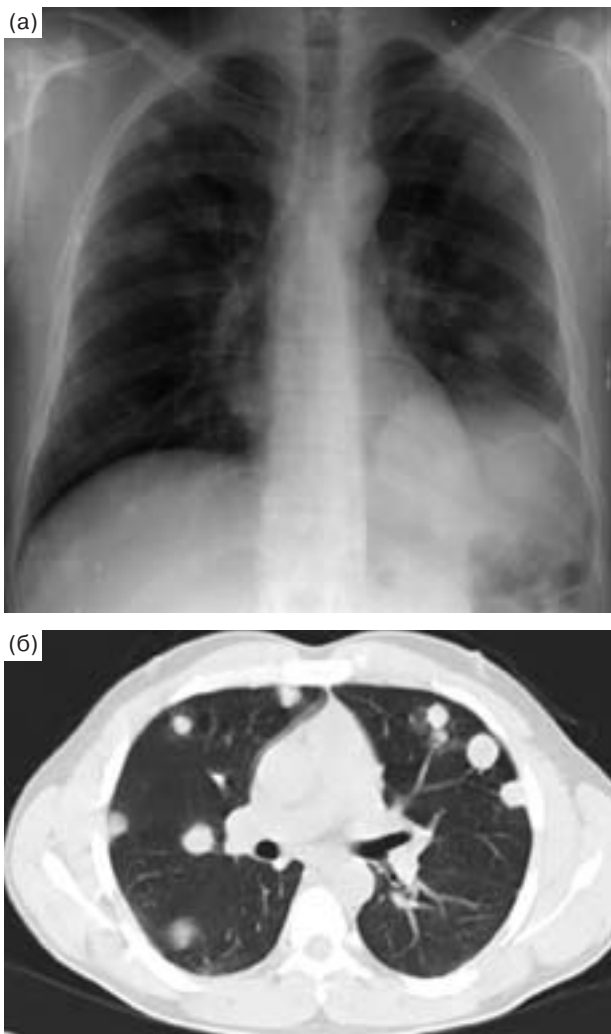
Рентгенография в прямой проекции (а) и КТ (б) грудной клетки. Множественные МЛ рака почки. Типичное расположение очагов в кортикальных отделах, видна связь части очагов с сосудами.
